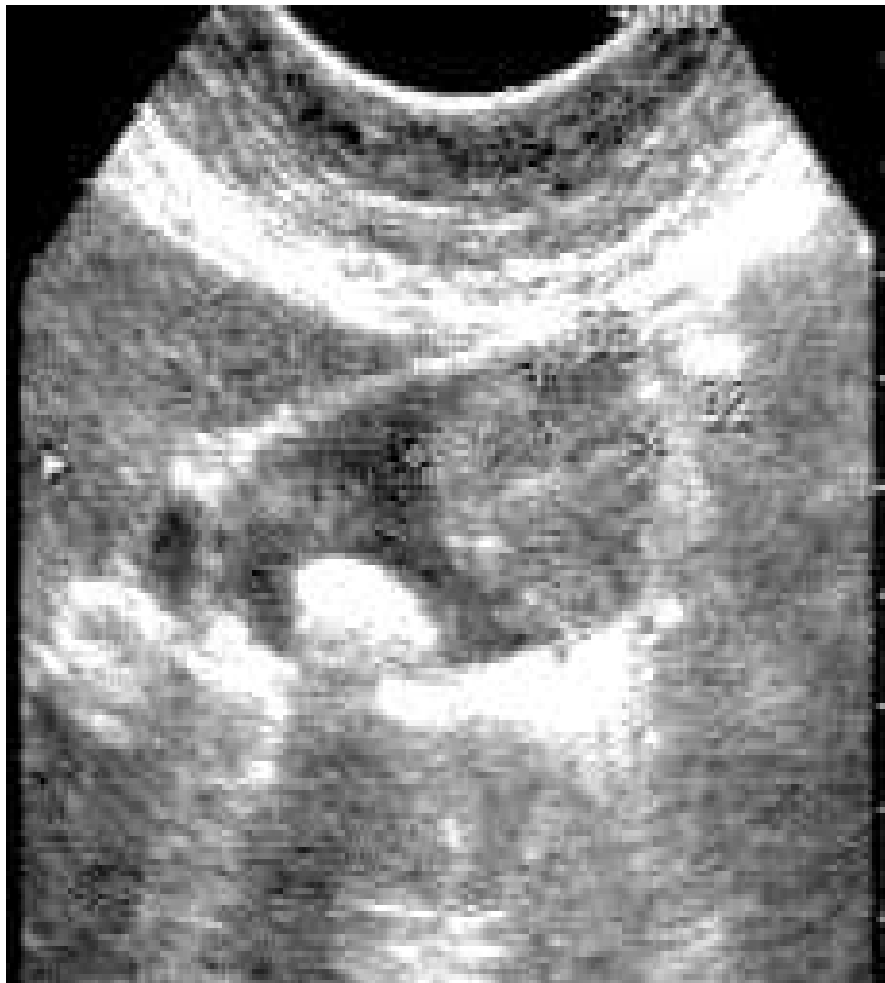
Une coupe échographique montrant une formation tissulaire endoluminale de 32 x 25mm d'aspect hétérogène associée à une lithiase vésiculaire de 22,6mm [45]
